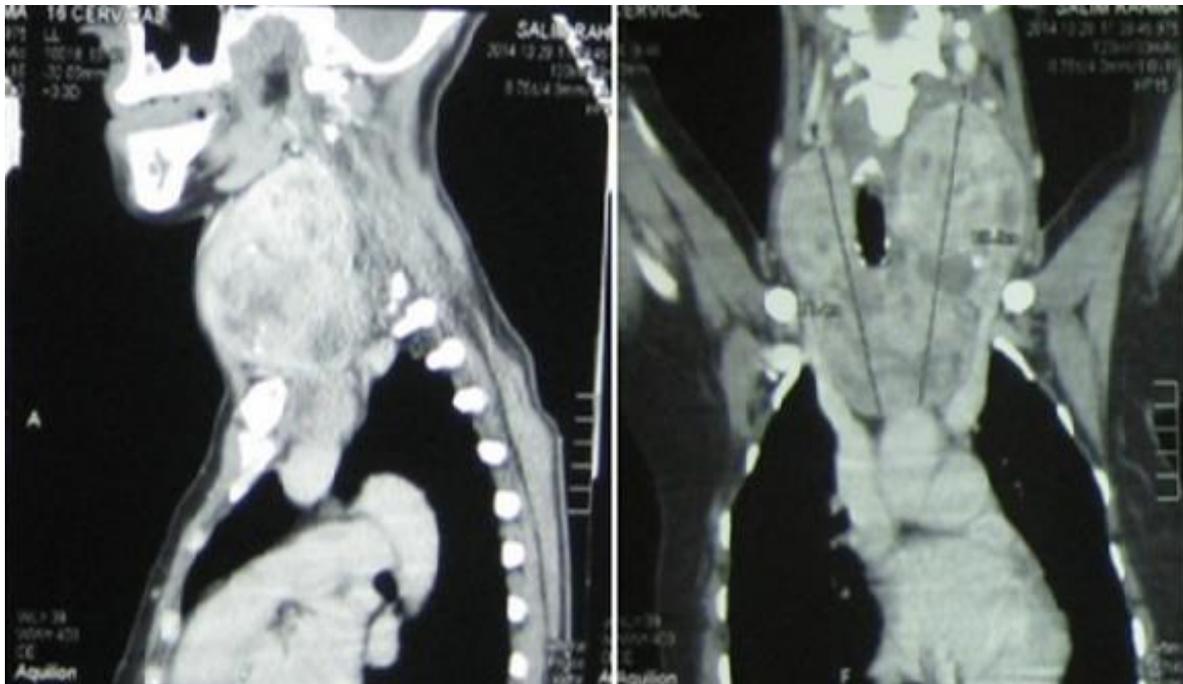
TDM cervico-thoracique coupe coronale et sagittale d'un goitre plongeant.
